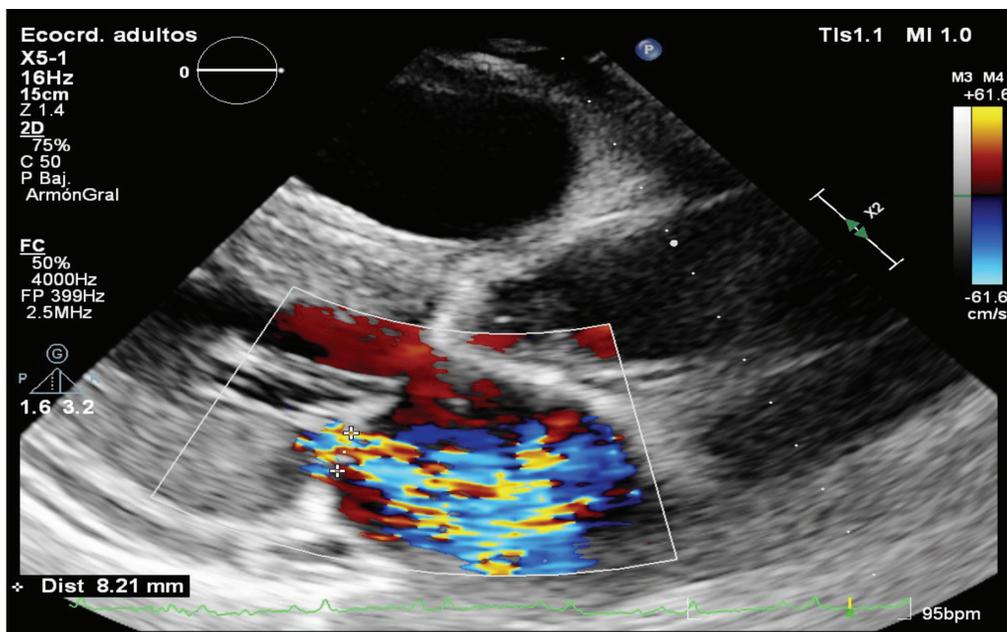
Insuficiencia valvular mitral severa relacionada con endocarditis de dicha válvula. Fuente Laboratorio de Ecocardiografía Hospital México.
